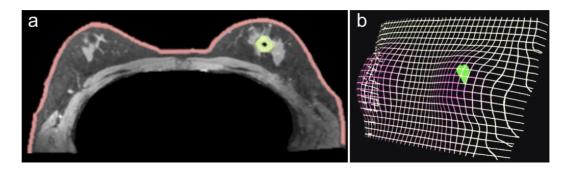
a) Ejemplo de imagen de RMN preoperatoria adquirida en posición supina, con el tumor indicado en verde. El agente de contraste utilizado gadolinio inyectado hace que el tumor se vea brillante en las imágenes de RM, de modo que se pueda identificar su ubicación y extensión. b) Ejemplo de mallas de piel y tumor cargadas en HoloLens como hologramas. Estas dos estructuras se pueden segmentar a partir de las imágenes de RM de forma semiautomática (Perkins y otros., 2017).
